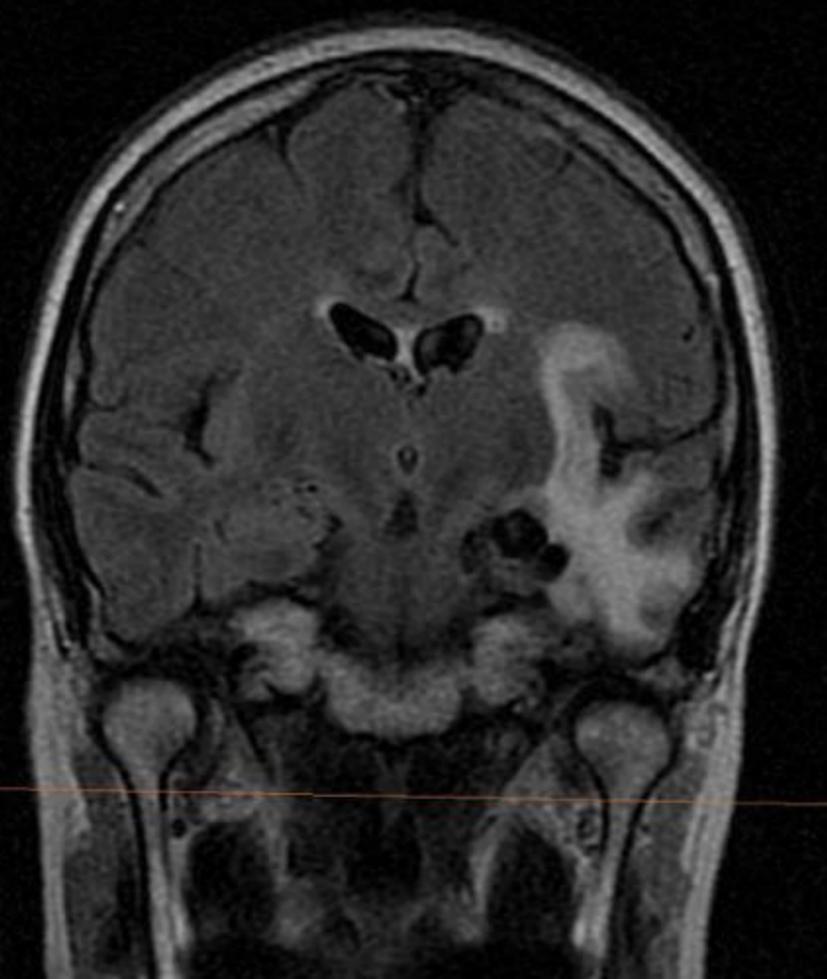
Mismo paciente que en imágenes previas. Secuencia Coronal FLAIR, en la que se aprecia edema en sustancia blanca del polo temporal e ínsula.
